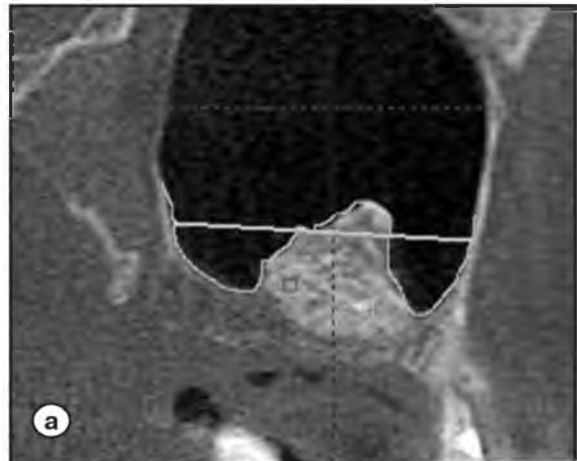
Цифровая объемная томография
